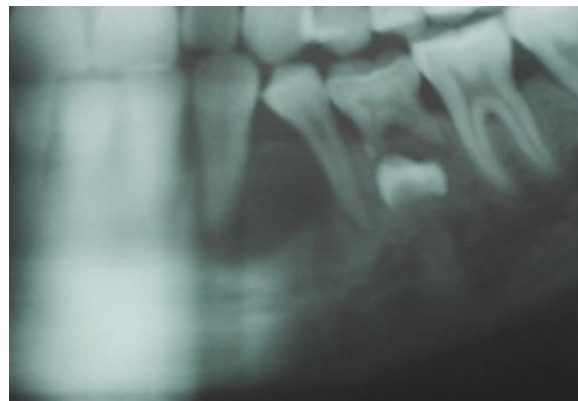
Radiographie montrant une image radioclaire bien limitée entre les racines de 33 et 34.
